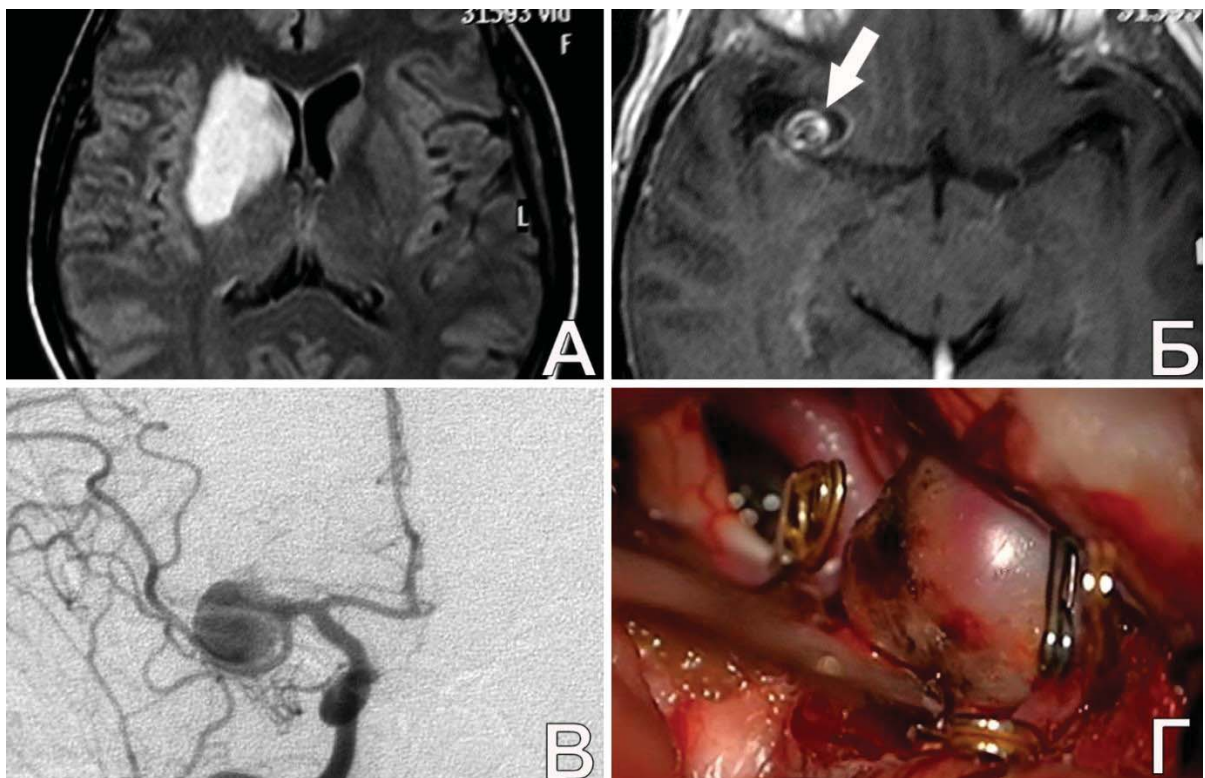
ОНМК вследствие ЧТА СМА справа с последующей реканализацией тромба в полости аневризмы у пациентки Р., 37 л. А. МРТ, T1: ОНМК в области подкорковых узлов справа; Б. МРТ, T1: отмечена ЧТА СМА справа (указана стрелкой), вследствие которой произошел инсульт в бассейне ЛСА справа; В. ЦАГ через 1 мес. после инсульта: отмечено равномерное контрастирование полости аневризмы М1-сегмента СМА справа; Г. интраоперационное фото: отсутствии тромбов в полости аневризмы
